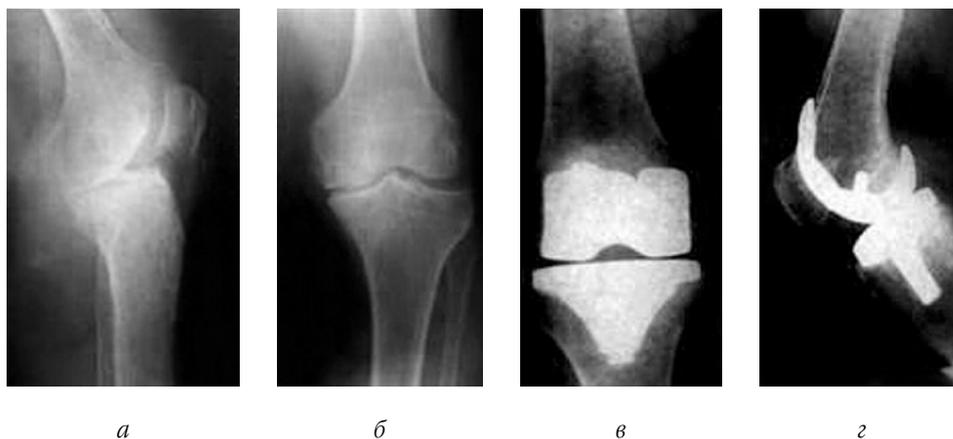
Рентгенограммы левого коленного сустава б-й Г., 40 лет.
